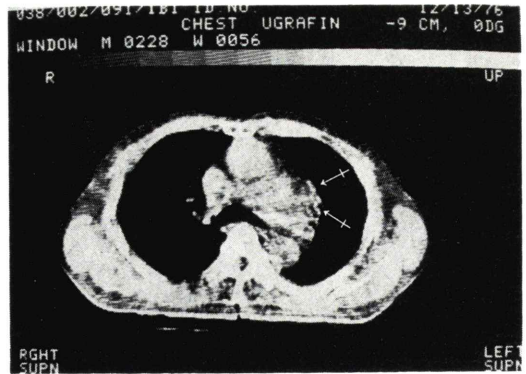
CT scan of case 2 demonstrates a mass adjacent to the aortic arch (←).
